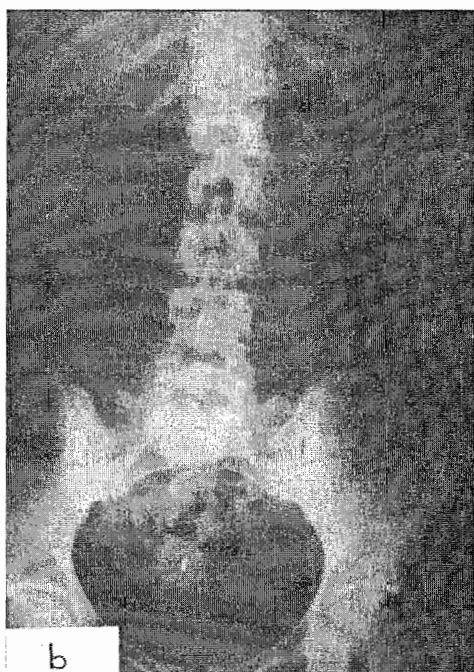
Sağ böbrek ve sol üreter üst uç taşı olan hastanın tek seans bilateral PNL öncesi grafisi
